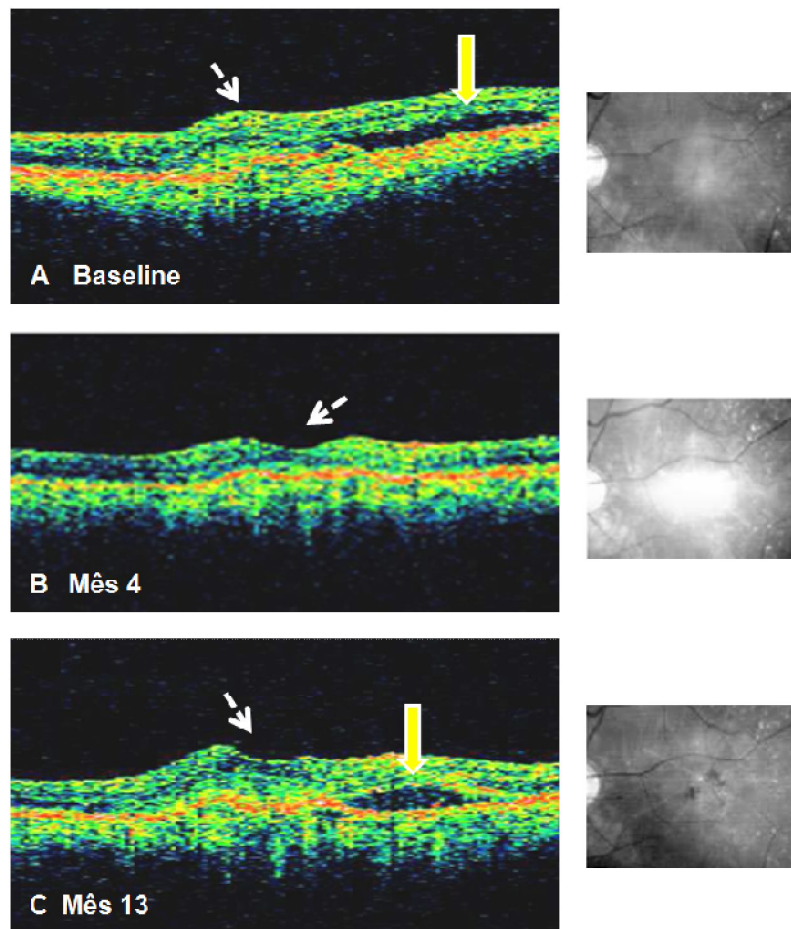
Tomografia de coerência óptica (*Stratus OCT*) OE. *Fast Macular Thickness Map OE* com scans verticais de 6.0 mm.
